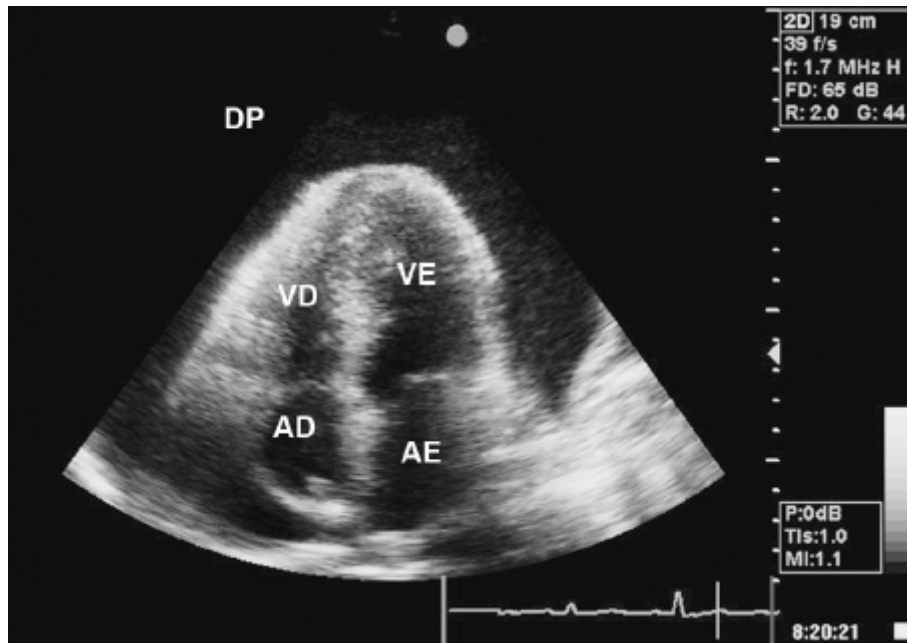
Imagem apical 4-câmaras à ecocardiografia transtorácica de um paciente com derrame pericárdico (ΔP) importante. VE = ventrículo esquerdo; VD = ventrículo direito; AE = átrio esquerdo; AD = átrio direito.
